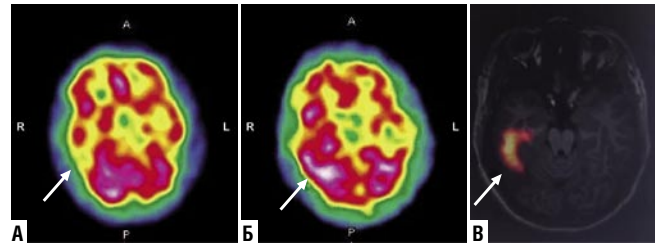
Оценка церебрального кровотока с помощью ОФЭКТ. Зона гипоперфузии при интериктальной (А) и гиперперфузии иктальной (Б) ОФЭКТ, цифровая комбинация субтракционного вычитания ОФЭКТ-изображений и данных МРТ (В)
